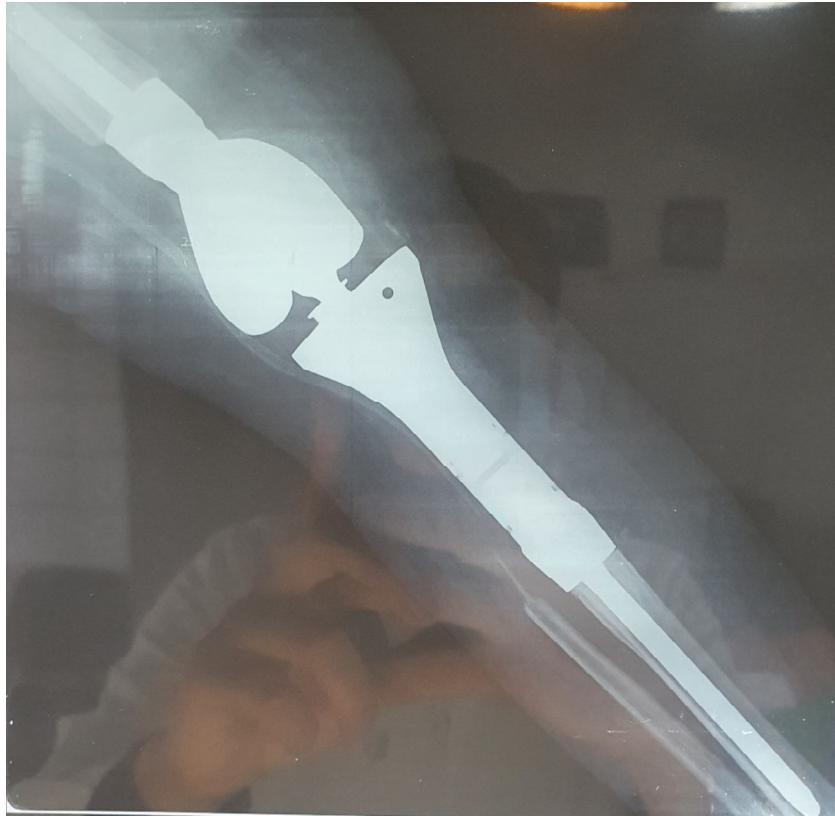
Radiographie standard d'une mégaprothèse genou droit.
